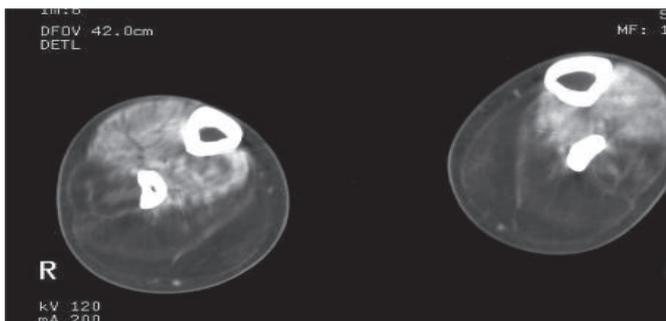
IRM de la cuisse (d'après Jon Andoni Urtizberea après autorisation).
